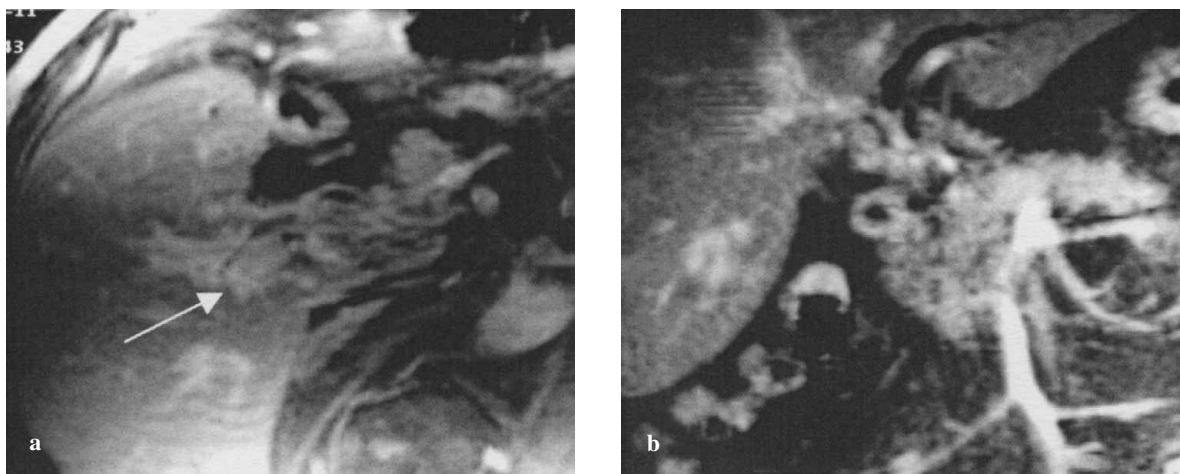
Hilar cholangiocarcinoma with circumferential thickening and infiltration of intrahepatic ducts. Postcontrast T1-weighted images (a,b) clearly demonstrate circumferential neoplastic thickening of the common bile duct with extension to main right duct (arrow).
